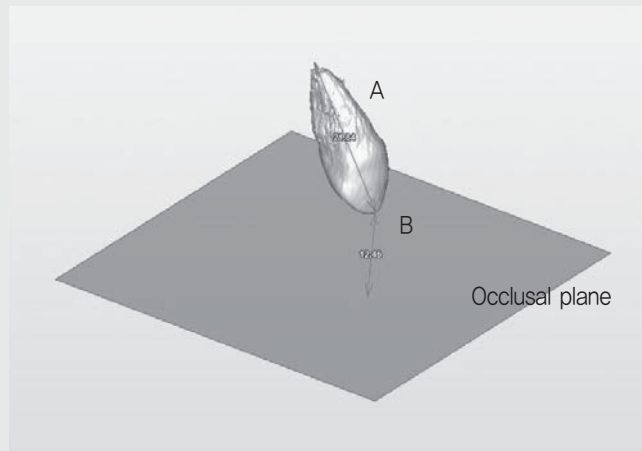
Distance and length measurements at reconstructed image from CT scanning. A, Length of maxillary impacted canine(mm). B, Distance of maxillary impacted canine cusp to occlusal plane(mm).
